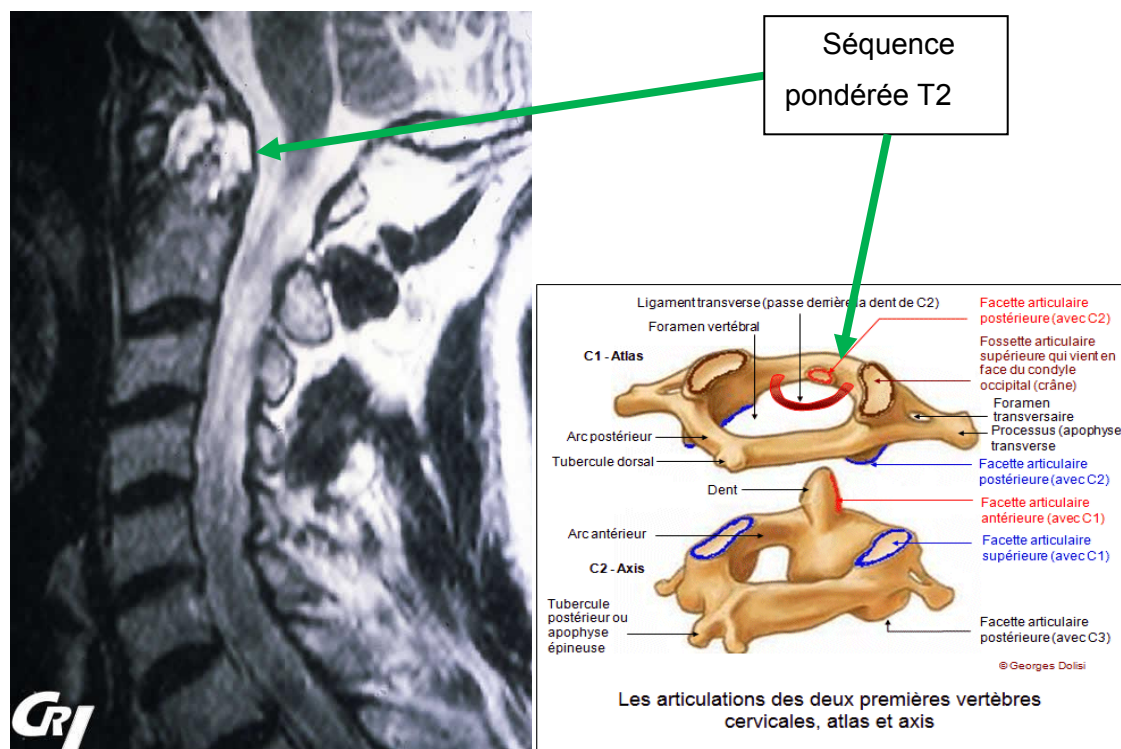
Rachis cervical en IRM : lésion en hypersignal périodontoïdienne.
